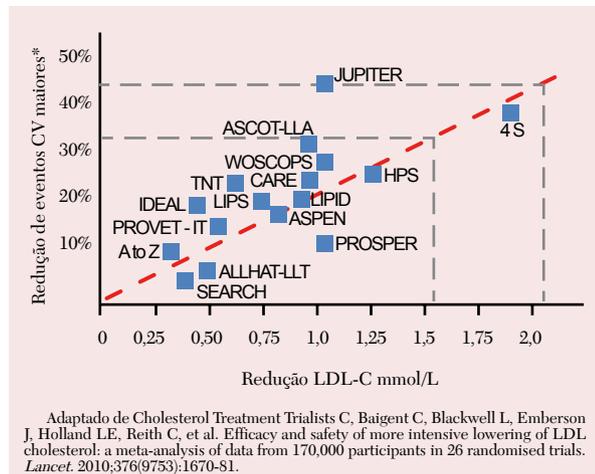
Correlação entre redução absoluta no LDL-C e redução relativa nos eventos CV dos estudos clínicos randomizados*³. *Definido como morte coronária, IM não fatal e internação cardíaca com RM ou AVC.
